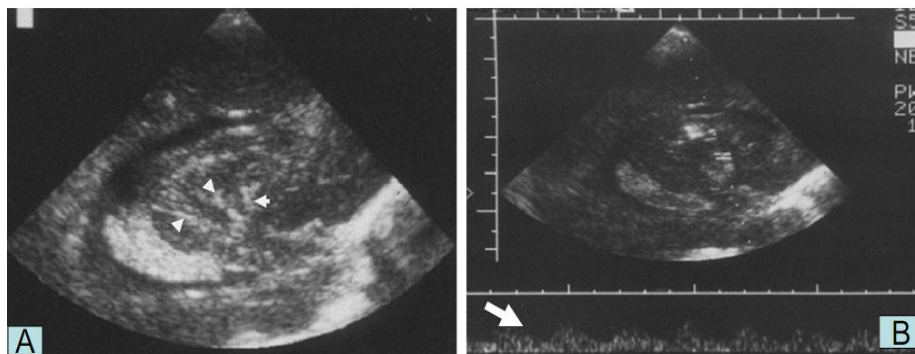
US em (A) plano parassagital, no 4º dia de vida evidenciando estrias hiperecogênicas, lembrando um castiçal ramificado, com a topografia das artérias tálamoestriatas (cabeça de setas). Em (B), o Doppler confirma a forma de onda típica arterial na posição das estrias hiperecogênicas (seta) (Tomà)
